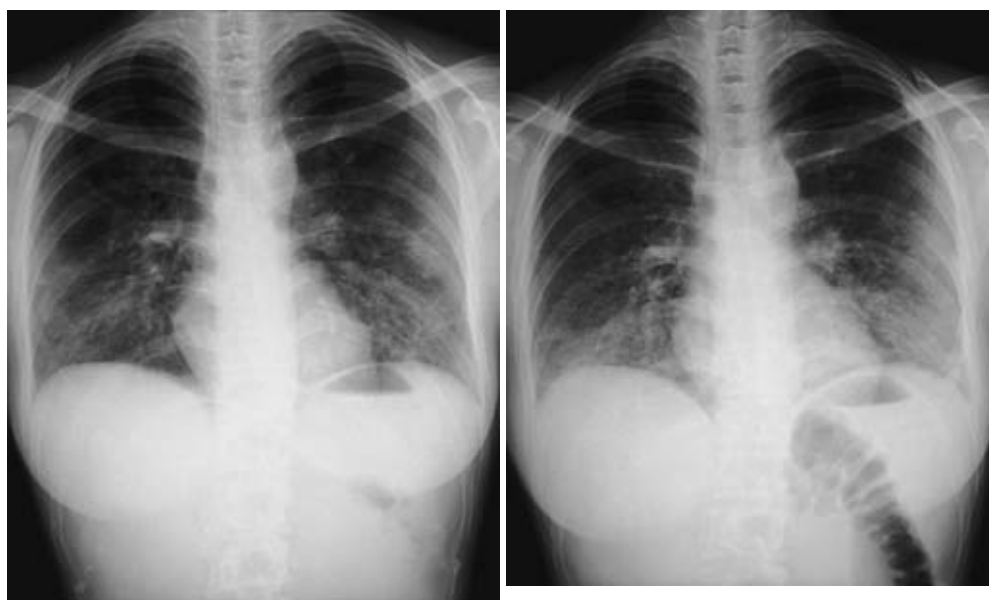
Left: Chest X-ray film on 1st admission shows reticular shadows with ground-glass appearance in both lower lung fields. Right: Chest X-ray film on 2nd admission shows ground-glass appearance in both lung fields.
